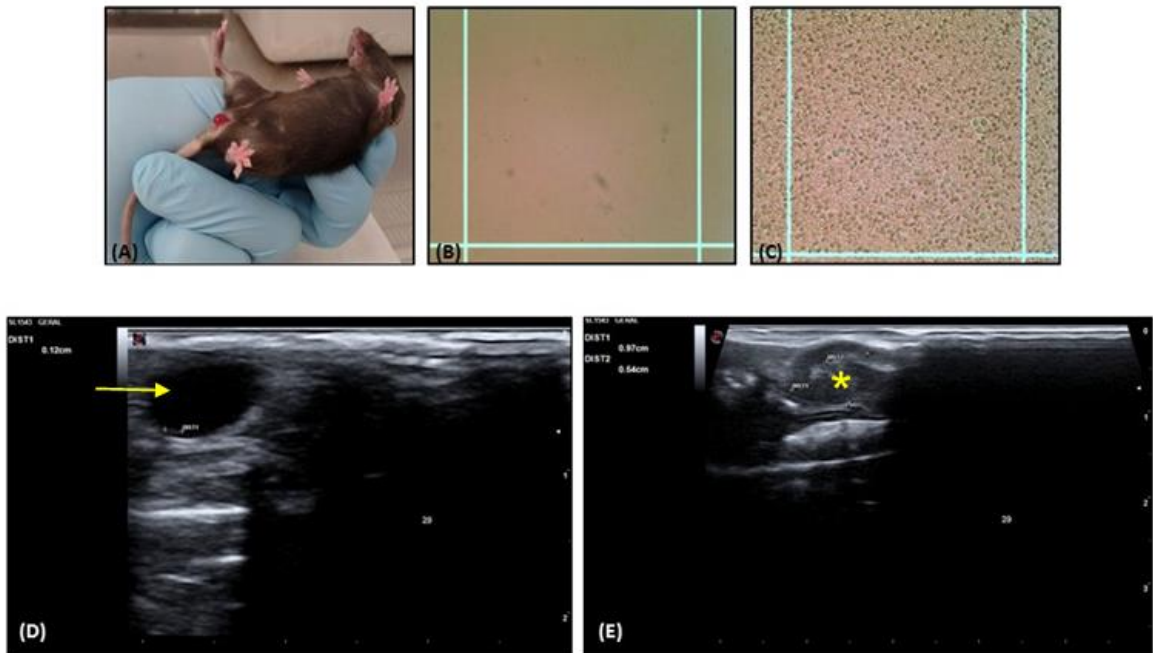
Modelo murino ortotópico de CB. Os animais receberam células MB49 pela via transuretral. Após aproximadamente 5 dias da instilação, os animais apresentam hematúria macroscópica (A). Enquanto animais não-inoculados não apresentam hematúria (B), animais que receberam células MB49 apresentam hematúria microscópica (C). Enquanto animais normais apresentam a luz vesical livre à ultrassonografia (seta em D), animais que receberam células MB49 apresentam tumor após 3 semanas da instilação (asterisco em E).
